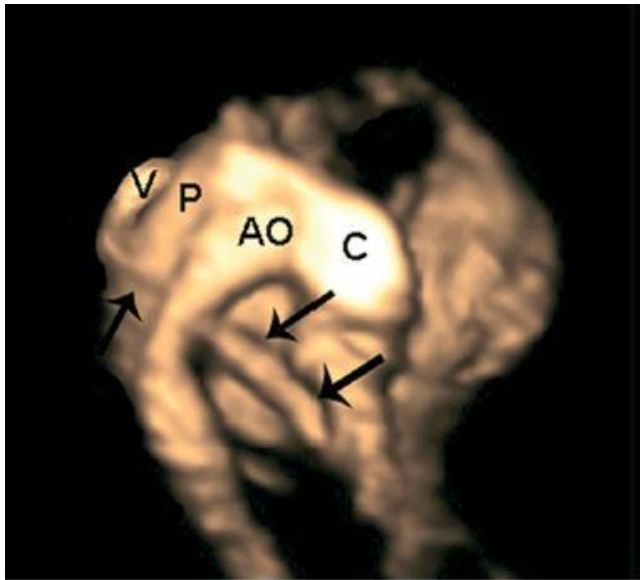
échographie anténatale 4D. D'après [67]
